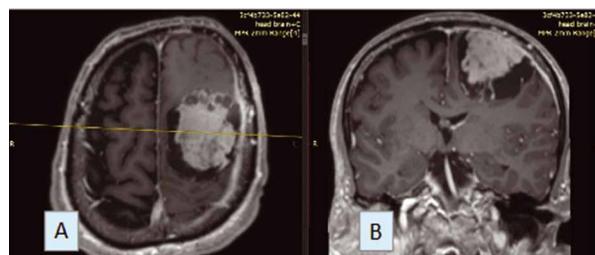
Пациентка С., 45 лет. МРТ головного мозга в режиме T1-mprage с внутривенным контрастированием в аксиальной (А) и коронарной (В) проекциях. Определяется рецидив анапластической менингиомы (Grade III) с инфильтрацией ТМО всего полушария.
